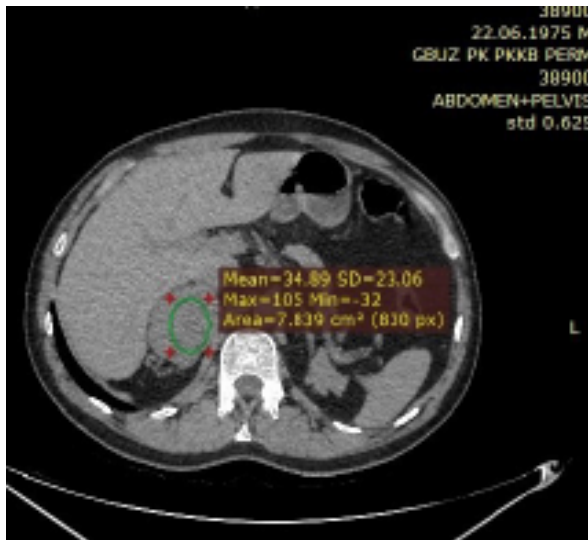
КТ без контрастирования. Средняя плотность большего узла составляет 34,89 HU.
